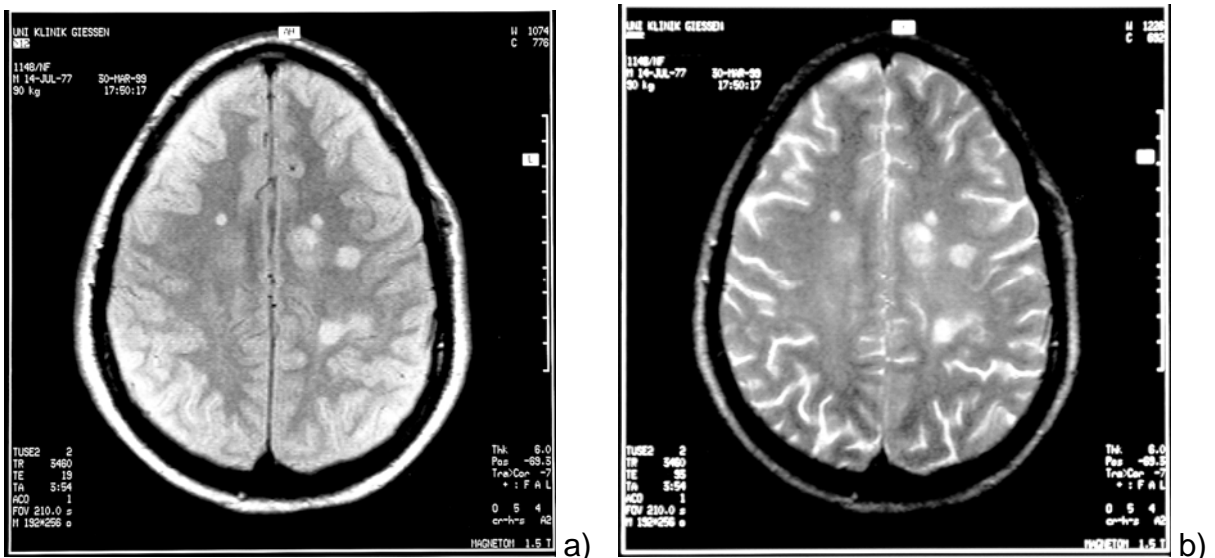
I MRT-Darstellung der Herde eines Pat. mit schubförmig-remittierender MS
